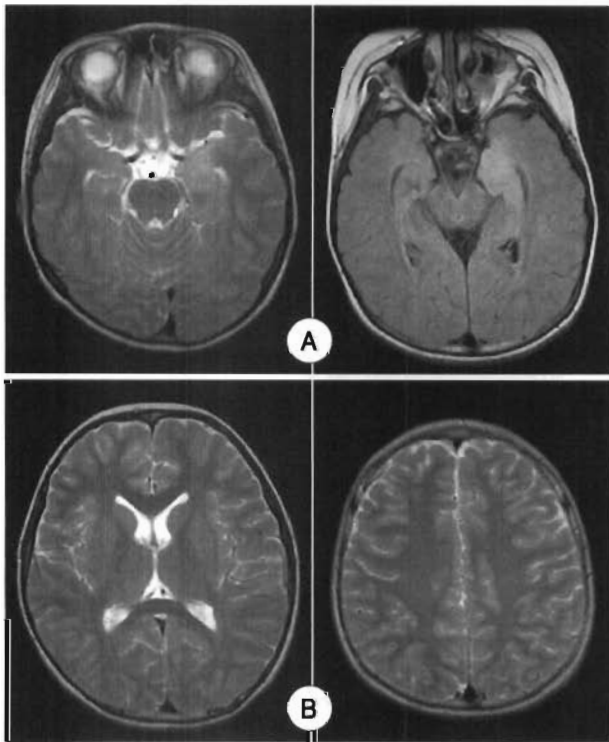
MRI findings on the admission day show diffuse bright signal intensity involving in Left medial aspect of temporal lobe (A) and normal signal intensity of temporo-parietal cortex and Basal ganglia (B).
